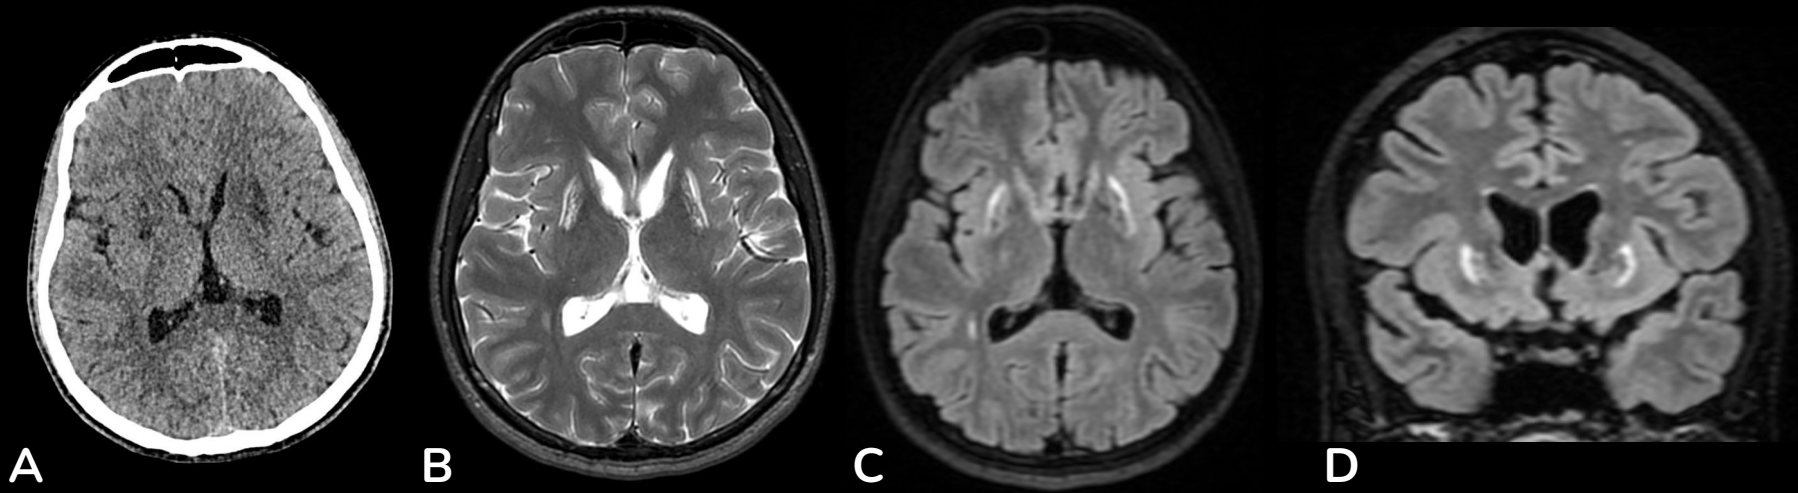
TC craneal axial (A) que muestra hipodensidad simétrica bilateral en los ganglios basales, de predominio en ambos núcleos putámenes. RM en secuencia T2 (B) y FLAIR (C, D) con hiperintensidad en los ganglios basales.
